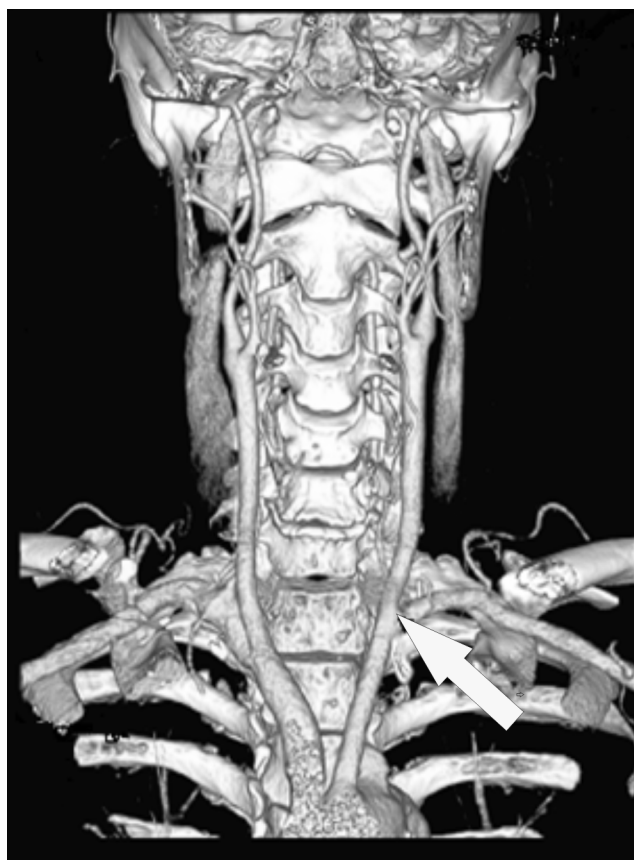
Контрольная КТ-ангиография больного Н. после реконструктивной операции. Стрелкой указано место транспозиции левой ПКА (публикуется впервые)
